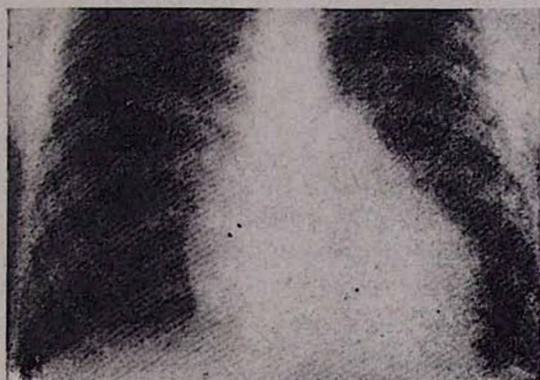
Рентгенограмма больного С. через 4 года.
